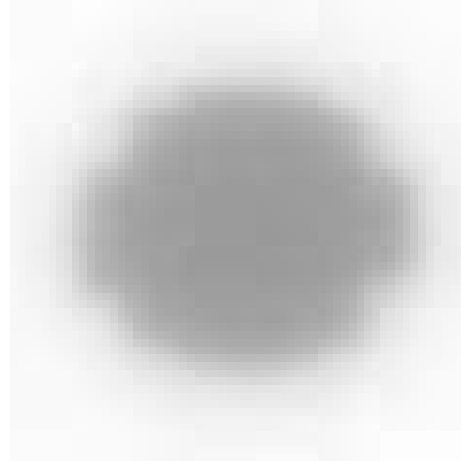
Micro-MLK R6 9 mm Feld, aufgenommen auf radiographischem Film und eingelesen mit Laserscanner. Die Leafs des Kollimators verliefen im Bild in vertikaler Richtung (s. Abb. 3.36)
